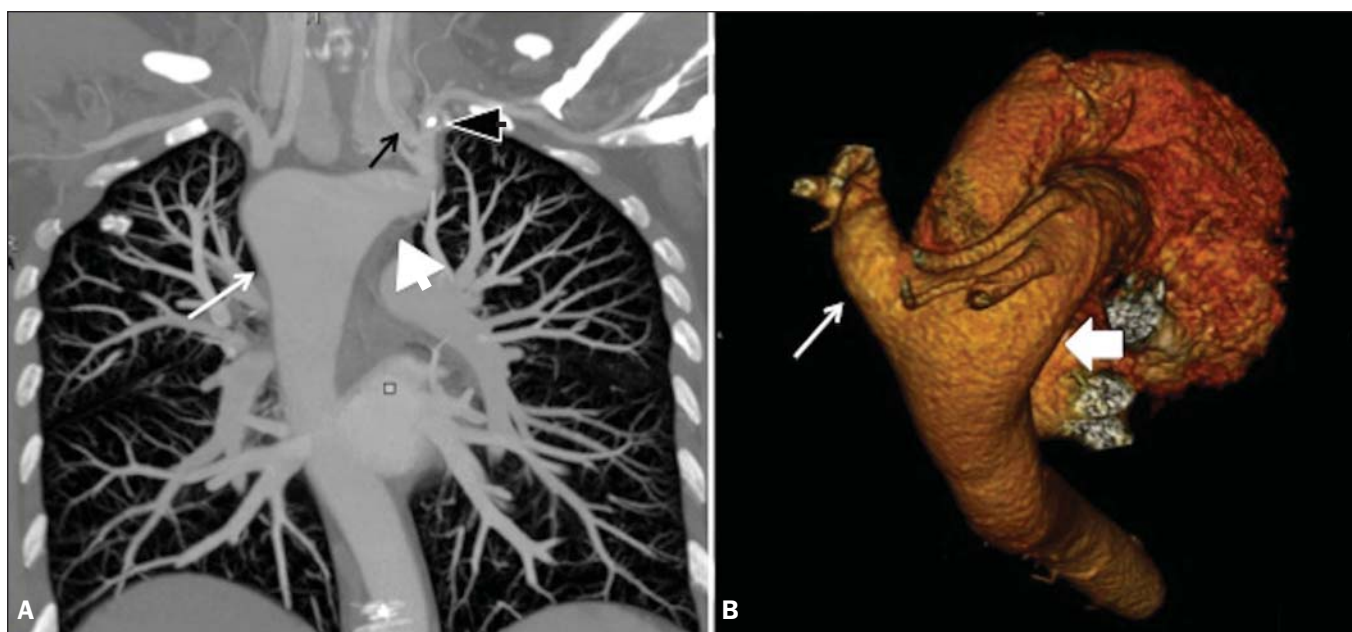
A: Reconstrução no plano coronal em *maximum intensity projection* de angiotomografia computadorizada do tórax mostrando arco aórtico à direita (seta fina branca) e divertículo de Kommerell (ponta de seta branca) que origina os ramos artéria carótida comum esquerda (seta preta fina) e subclávia esquerda (ponta de seta preta). B: Reconstrução tridimensional com visão superoposterior da aorta e vasos da base demonstrando o arco aórtico à direita (seta grossa), com artéria inominada esquerda aberrante originada de divertículo de Kommerell (seta fina).
